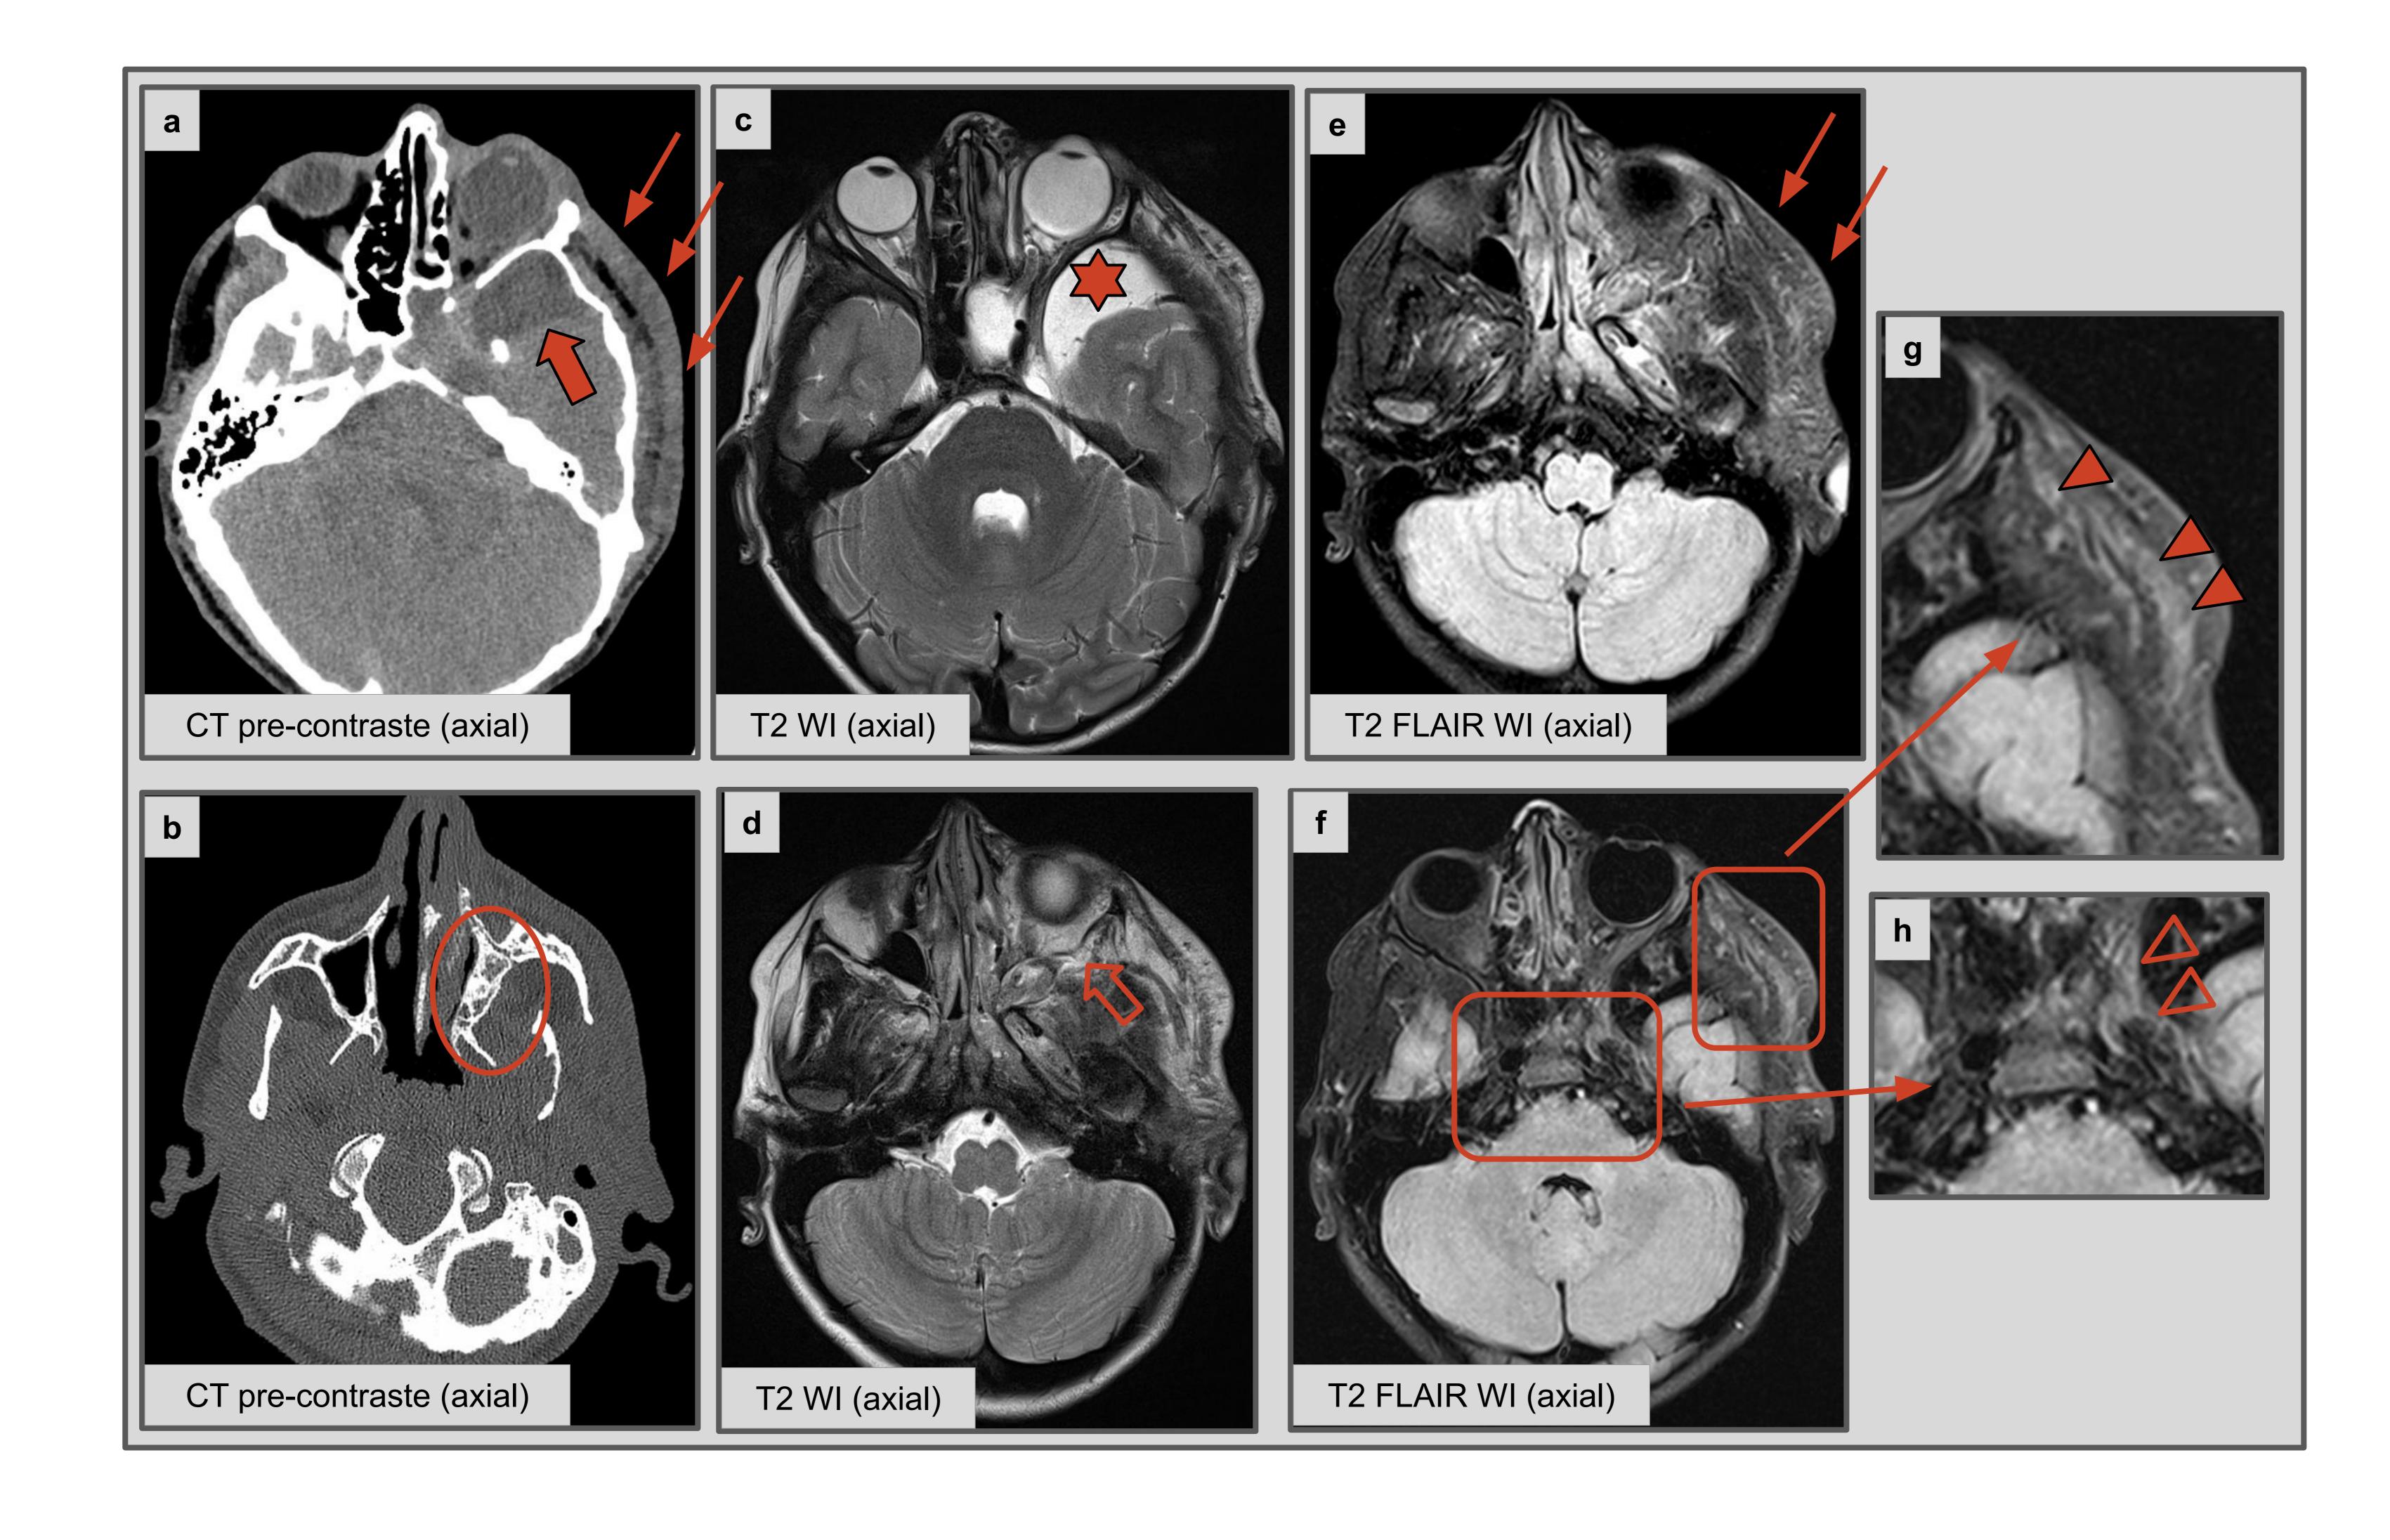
(Neurofibroma Plexiforme, imágenes anteriores): Las imágenes TC muestran una lesión infiltrativa en el tejido subcutáneo del pómulo izquierdo (a, flechas delgadas), con una área hipodensa quística intracraneal en el polo temporal izquierdo (flecha gruesa) y signos de displasia ósea (b, círculo). Las imágenes T2 (c y d) muestran mejor la zona quística (asterisco) y múltiples lesiones serpentiginosas que afectan el ápex orbitario y a la órbita infratemporal (flecha vacía). Las imágenes T2 FLAIR demuestran que el tumor se originó de ramas trigeminales de la pared lateral izquierda del SC (f y h, puntas de flecha vacías). Se pueden observar múltiples puntos tenues con el "signo de la diana" en del tejido subcutáneo y muscular del pómulo (g, puntas de flecha coloreadas).
